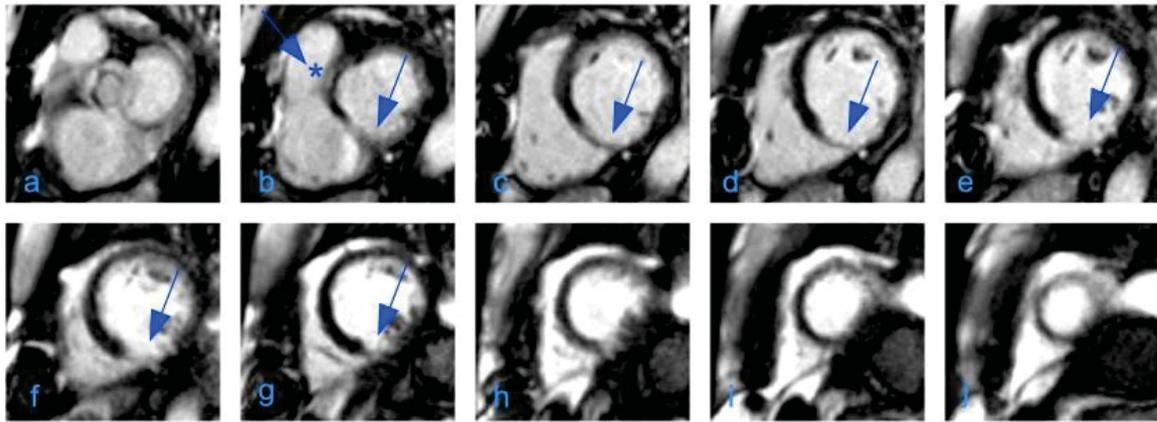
a-j: MRT eines Patienten mit subaortaler Fibrose und begleitender transmuraler Narbe. Beispiel für einen Patienten mit mehreren Erscheinungsformen des *Late Enhancement*, in diesem Beispiel mit Zeichen einer septalen Fibrose und einer ischämischen Narbe der lateralen Wand. Dieser Patient wurde in den folgenden Tabellen 6-8 ausgeschlossen. —▶ intramurale Signalanhebung subaortal septal als Zeichen einer Fibrose. —▶ transmurale Signalanhebung basal inferior, medial inferior und apikal inferior als Zeichen einer ischämischen Narbe. SSFP 2D. Fortlaufende Schnitte.
